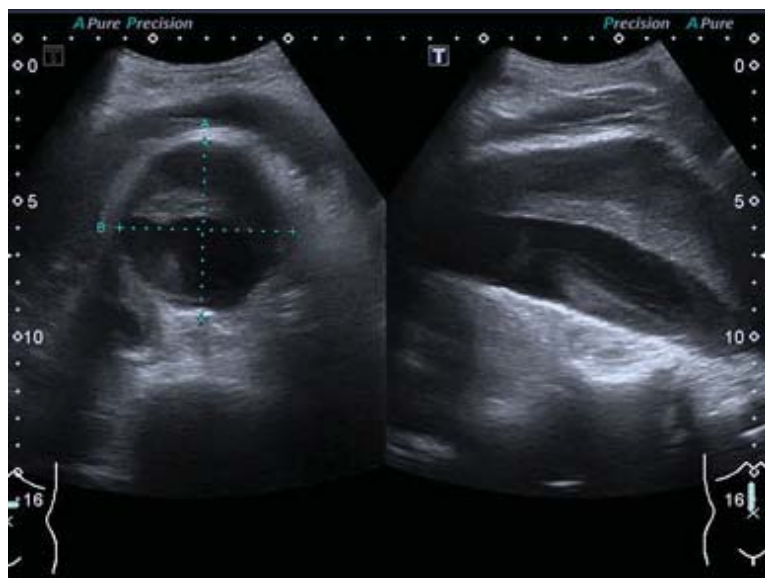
Ecografía abdominal: dilatación de aorta descendente.
